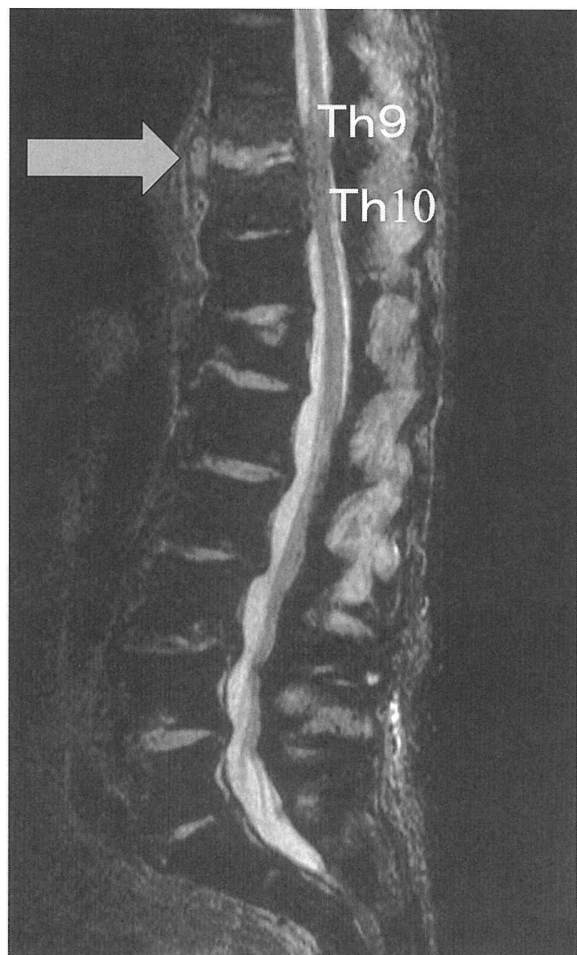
C 2005年4月19日 胸椎 MRI
